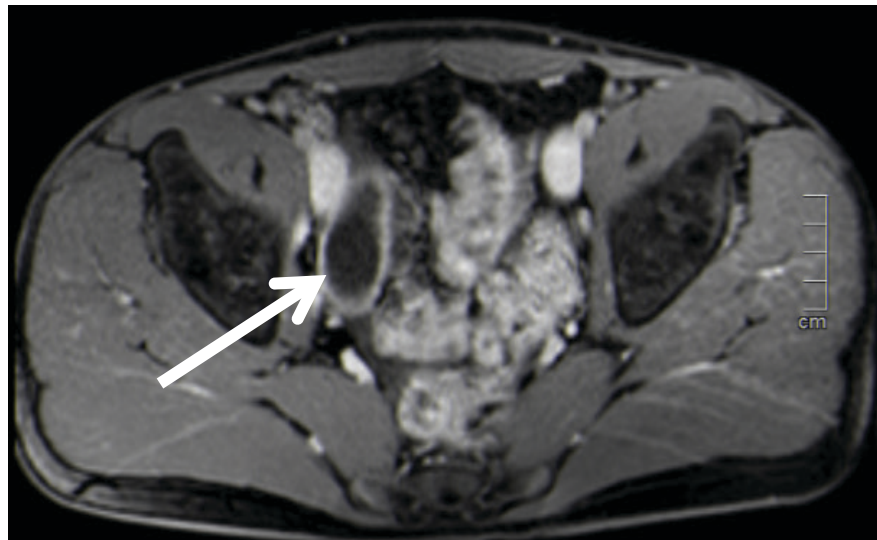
MRT - Hydrops der Appendix
